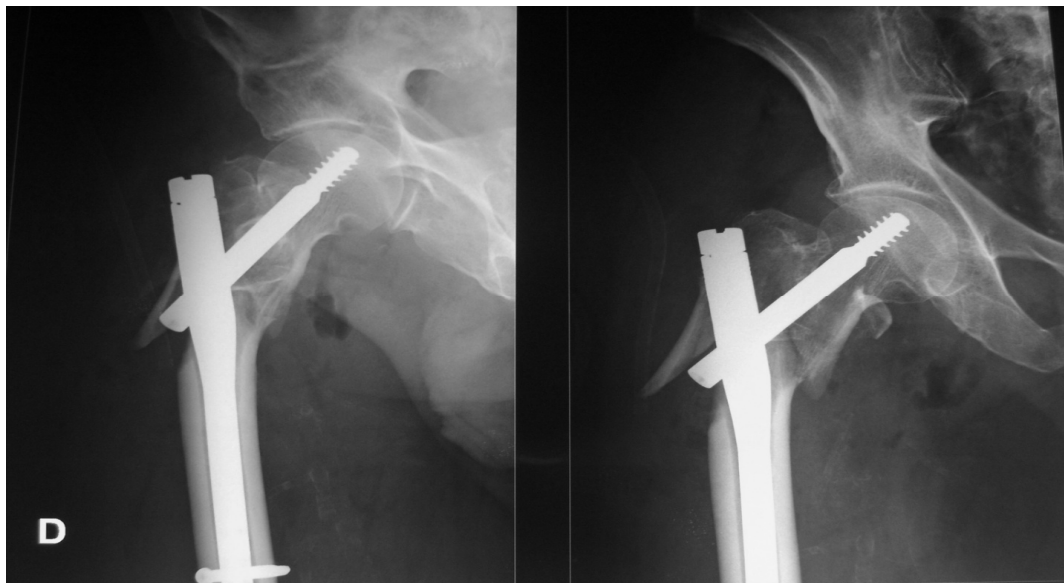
radiographies de l'hémi-bassin faites à J1 en postopératoire objectivant un mauvais point d'introduction du clou et un positionnement relativement correct de la vis céphalique au sein de la tête fémorale.
